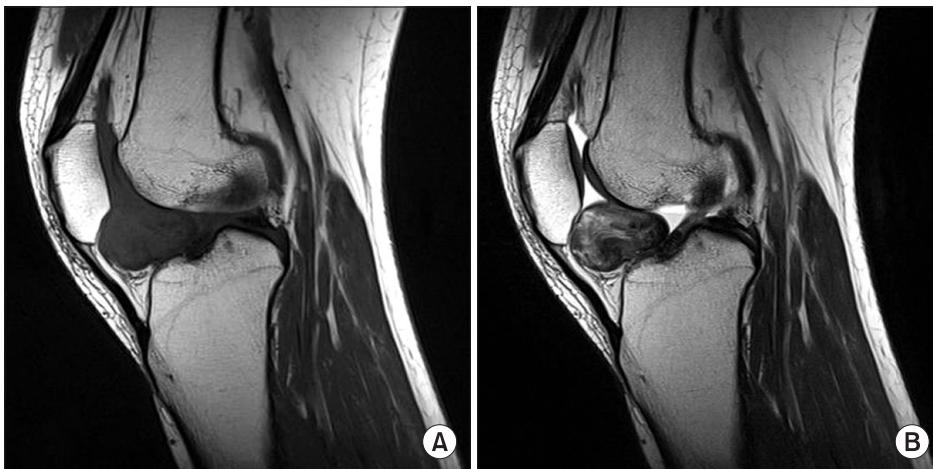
(A) MRI of her right knee. The ovoid mass like lesion in the infrapatellar fat pad area, shows isointense on sagittal SE T1-weighted image. (B) MRI SE T2-weighted image of her right knee. This mass is relatively well defined margin and homogenous signal intensity.
